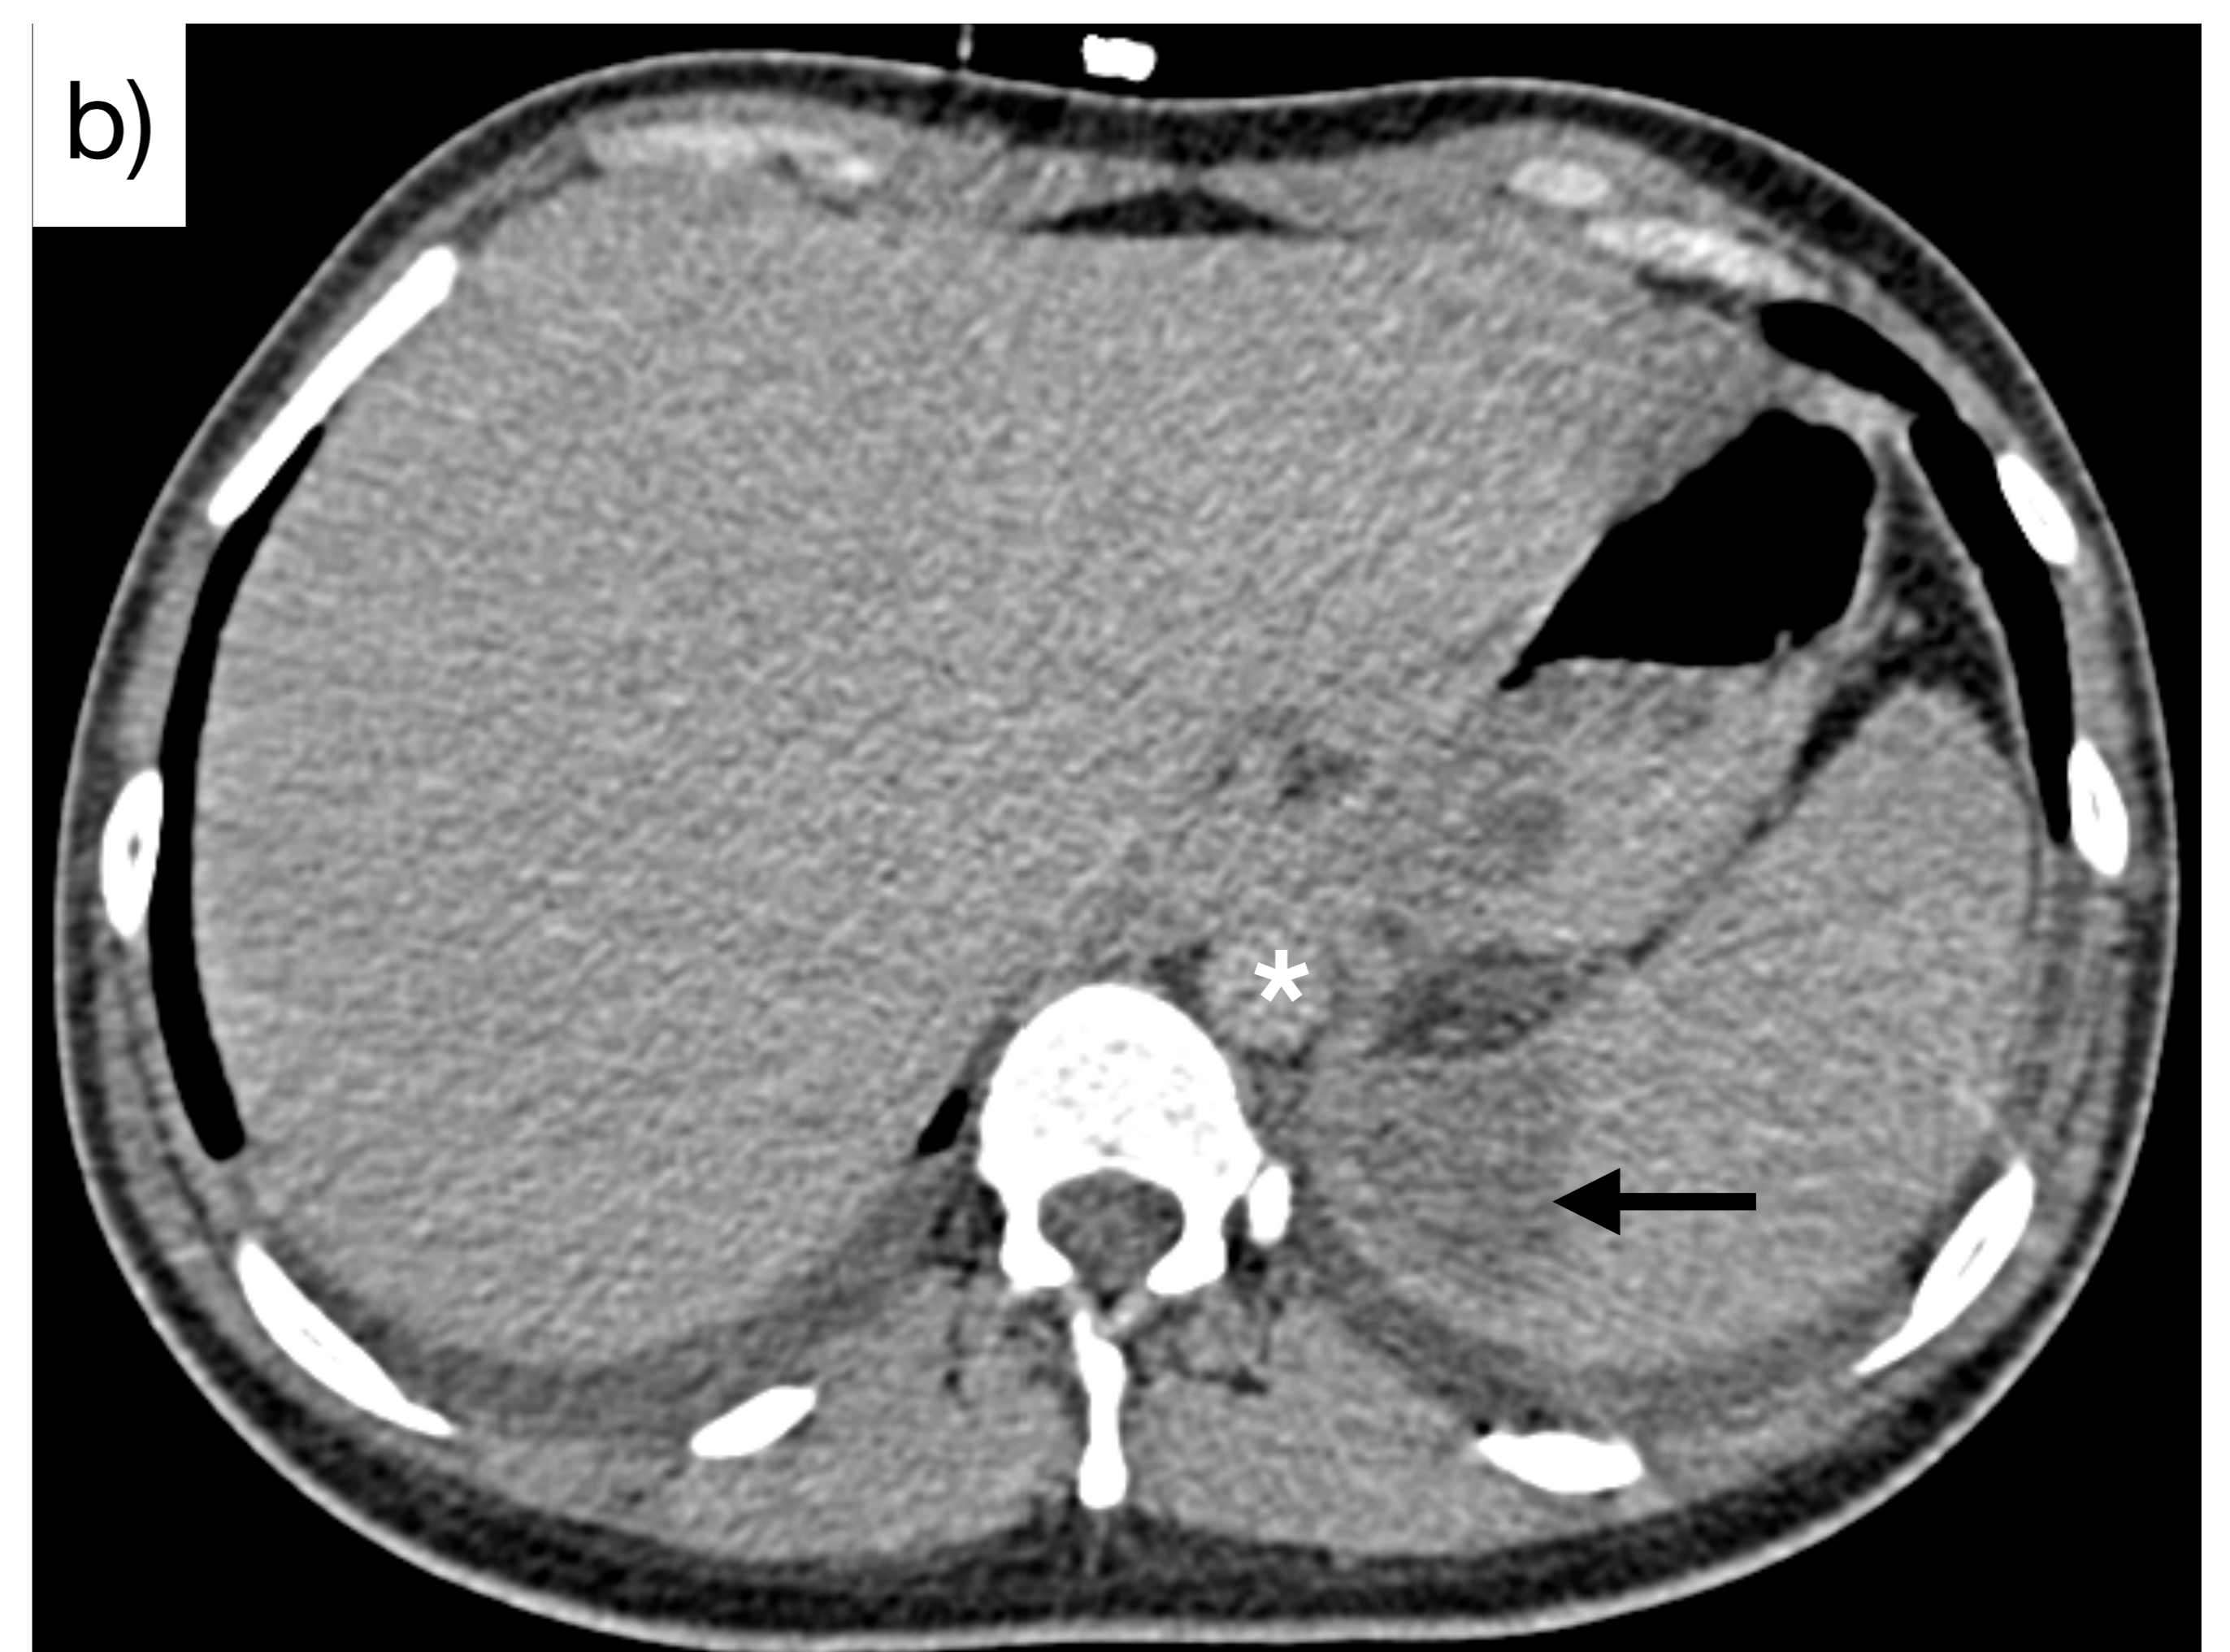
b) TC axial sin CIV. Flecha negra: área de baja atenuación en forma de cuña en polo posterior del bazo en relación con infarto esplénico
